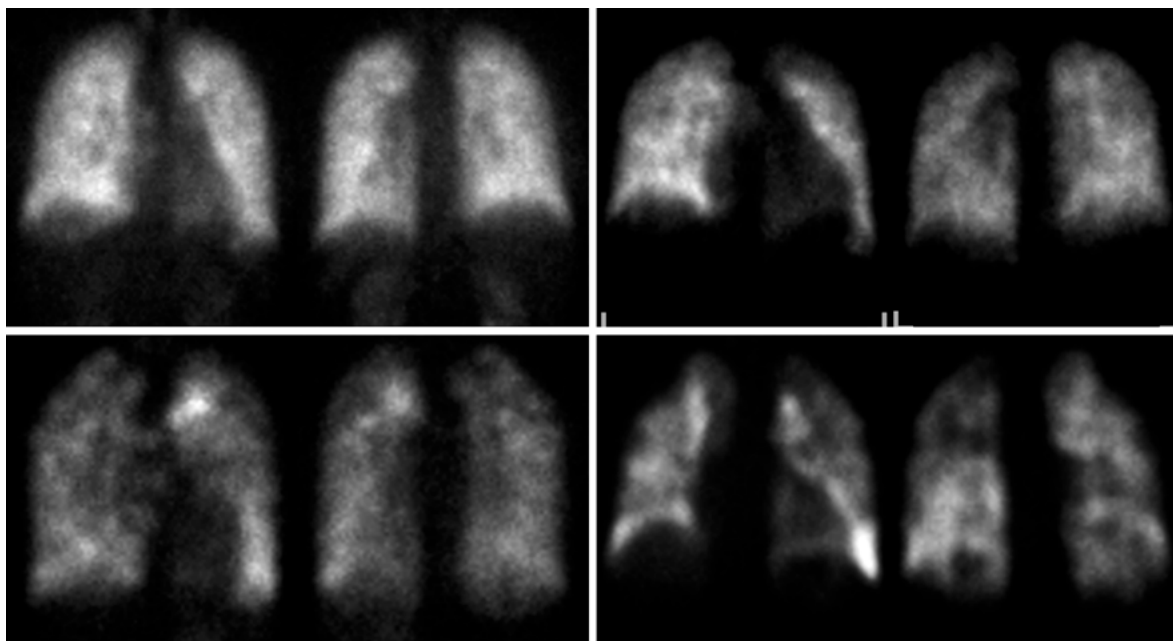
Сцинтиграфическая картина перфузии легких у пациентов с ИЛГ, представленная диффузными нарушениями накопления <sup>99m</sup>Tc-МАО различной степени выраженности.
